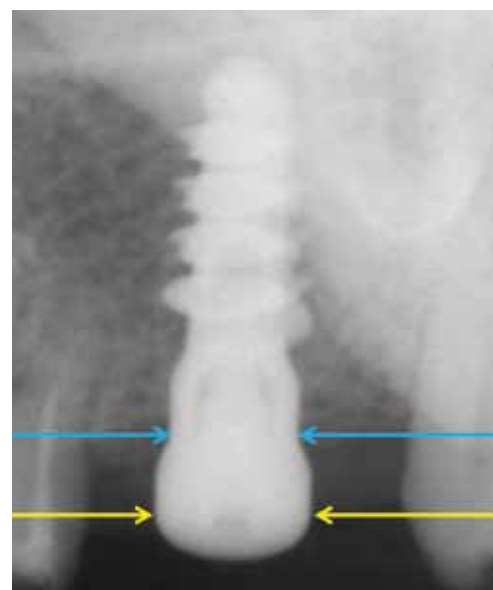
Posizione del tragitto transmucoso TTM (frecce gialle) e del margine crestale osseo-alveolare IMC (frecce blu) visti nell'immagine radiografica.
